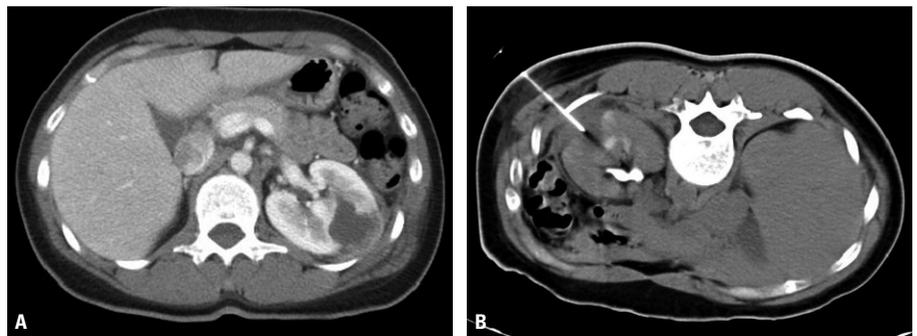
A: Mujer de 36 años que acude a Urgencias por fiebre y dolor en el flanco izquierdo. El estudio realizado con tomografía axial computarizada (TAC), tras la administración de contraste endovenoso, muestra una lesión hipodensa mesorrenal izquierda con borramiento de la grasa adyacente compatible con absceso. B: La punción con aguja fina seguida en este caso de aspiración de la colección confirmó el diagnóstico.
